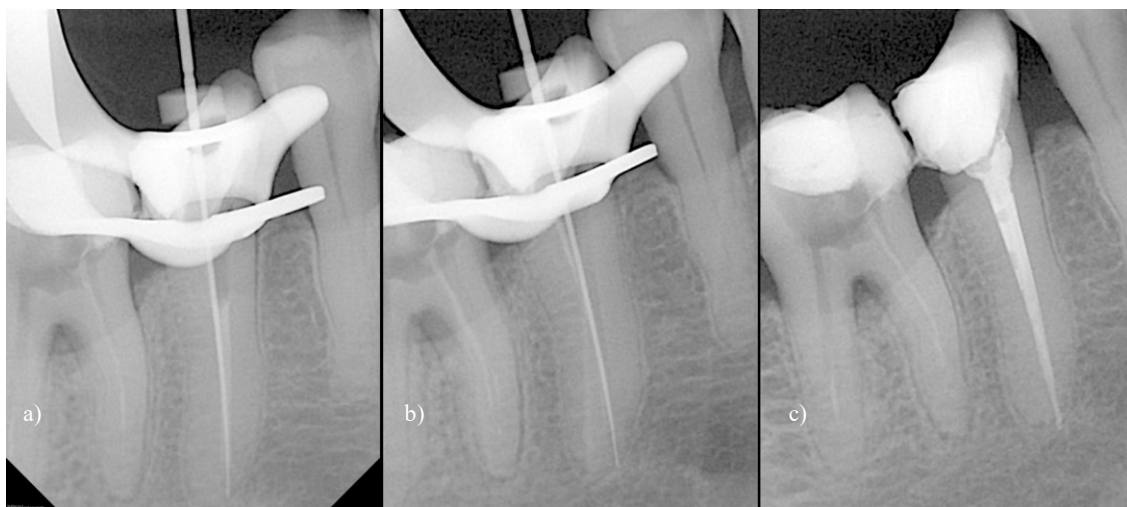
Raio X periapical dente 45: a) após remoção de gutta-percha, com lima K File 15 presente até ao CT; b) confirmação de remoção de gutta-percha; c) após obturação com Gutta Percha F2 e restauração a compósito Filtek Z250
